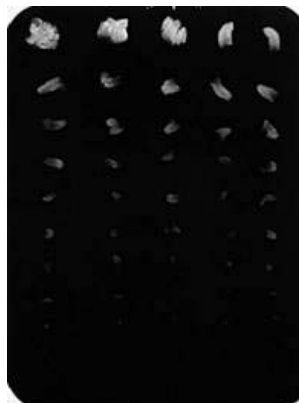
Radiografia de inúmeros dentículos.
